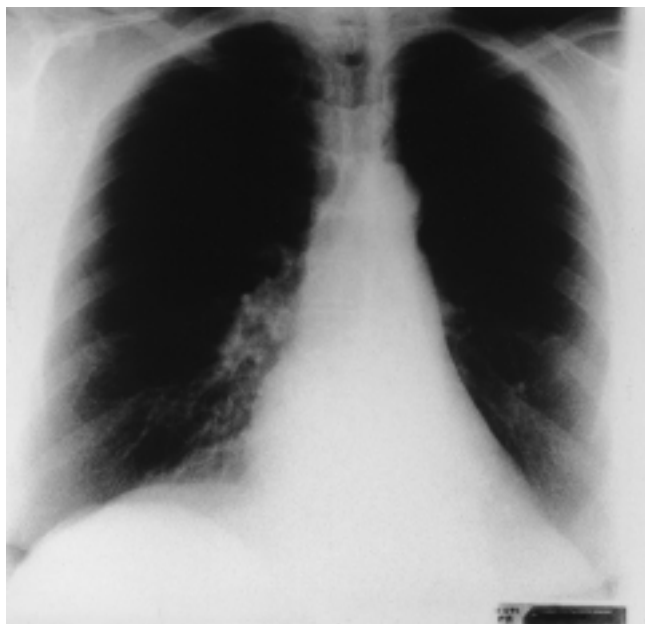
Röntgen-Thorax – komplette Unterlappenatelektase links.
